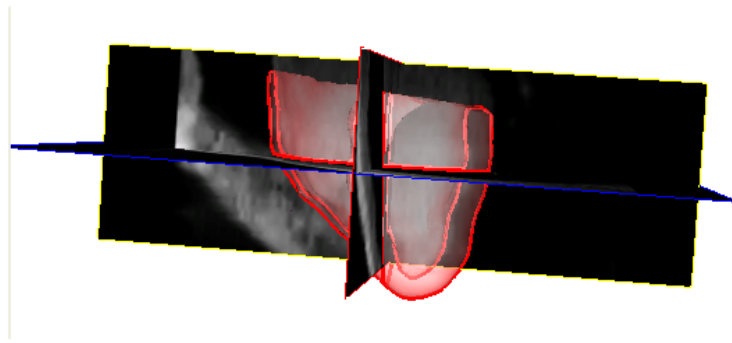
Modèle 3-D résultant de la segmentation d'un volume volume par RM.
